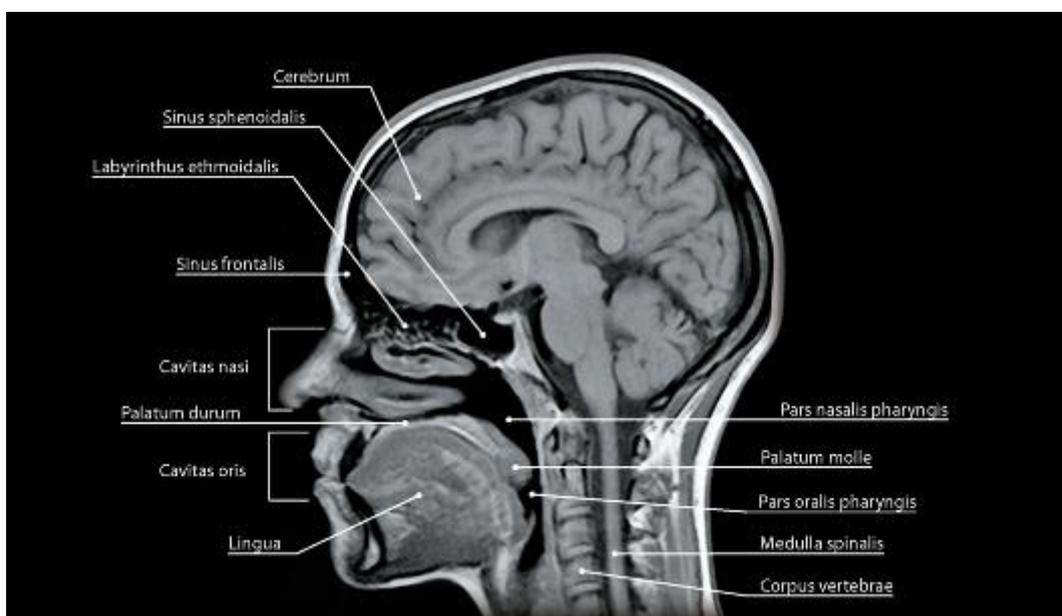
Топография полости носа на магнитно-резонансной томограмме. Сагиттальный срез. T1-взвешенное изображение
